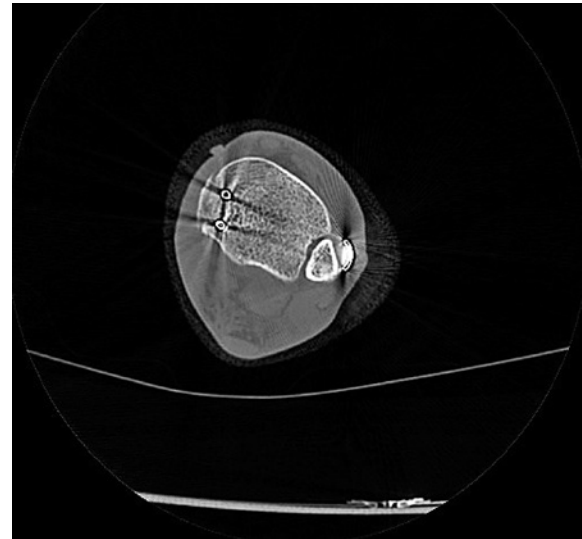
Tomografia pós-operatória de um caso que foi realizada redução satisfatória.
